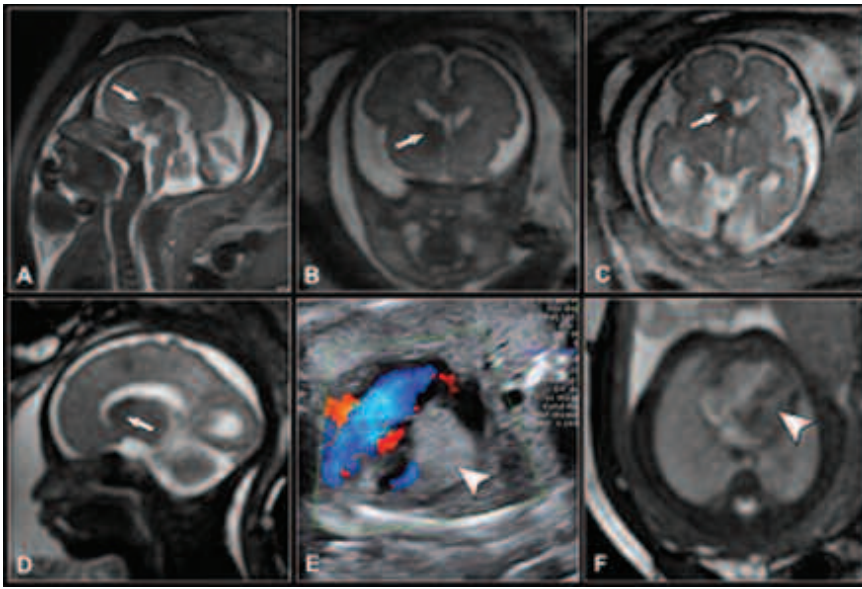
EG: 30 s. Esclerosis tuberosa con rabdomioma cardíaco. (a) y (d) Sagital SSFSE T2; (b) Coronal SSFSE T2; (c) Axial SSFSE T2. Nódulo subependimario derecho adyacente al foramen de Monro (flecha). (e) Eco-Doppler: plano de 4 cámaras con gran rabdomioma en el ventrículo izquierdo (cabeza de flecha); (f) Axial FIESTA. Rabdomioma cardíaco del ventrículo izquierdo (cabeza de flecha). Evolución: parto a las 36 semanas.
